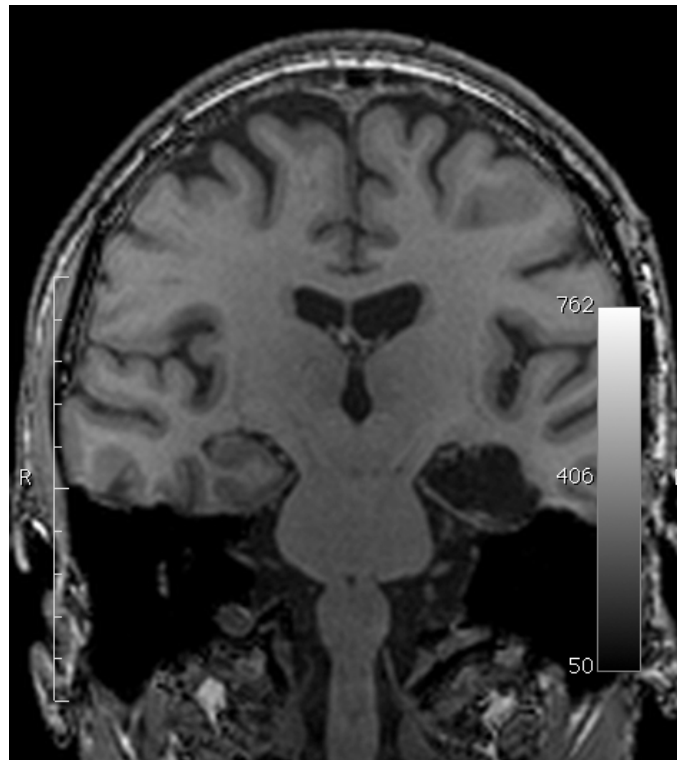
T1-gewichtetes MRT (3 Tesla) eines Patienten nach selektiver Amygdalohippocampectomie links (gleicher Patient wie in Abb. 1 und 2)
